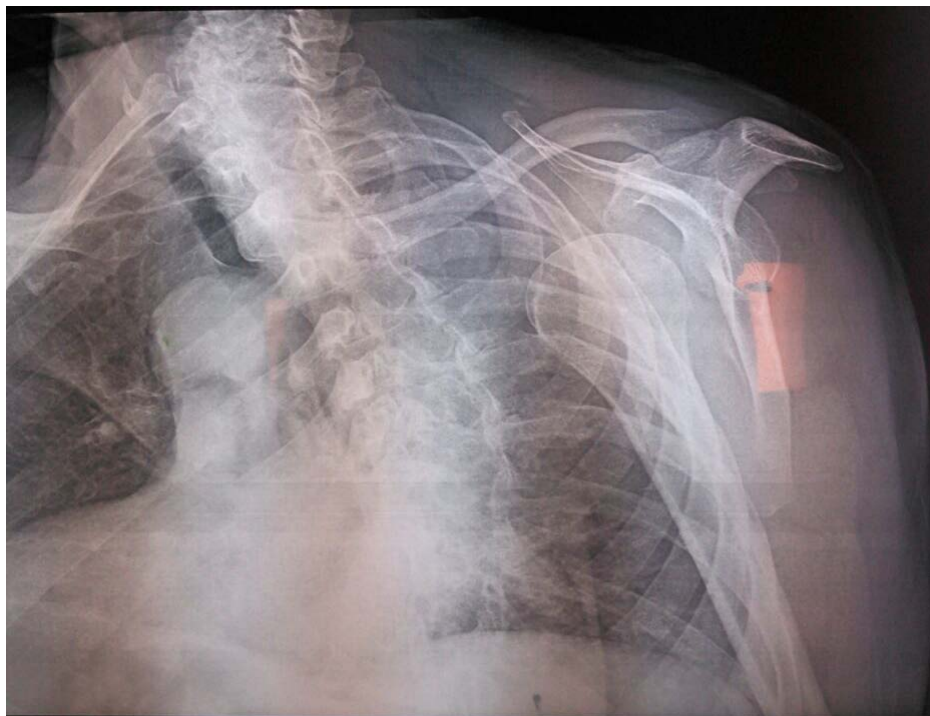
radiographie de l'épaule droite profil montrant une luxation antero-interne.
